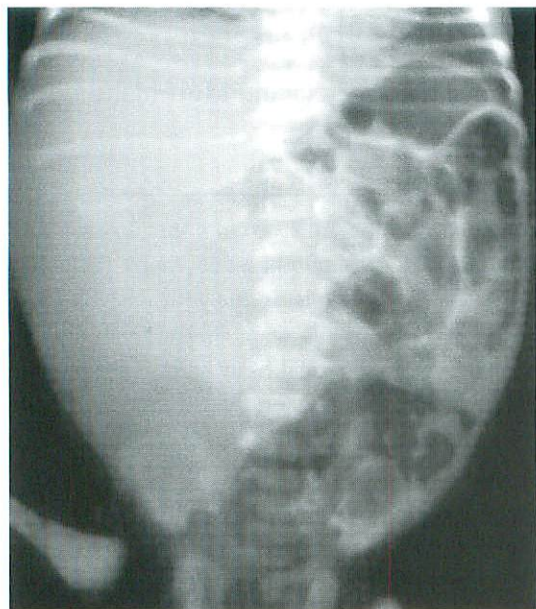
Abdominal X-ray on the fifth day of life shows large mass effect in the right abdomen and deviation of intestinal gas to left side.
